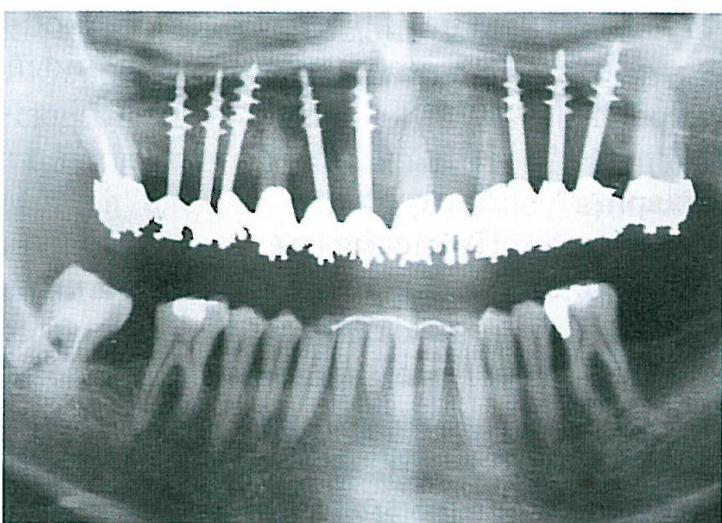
Рентгенограмма после лечения и протезирования.
